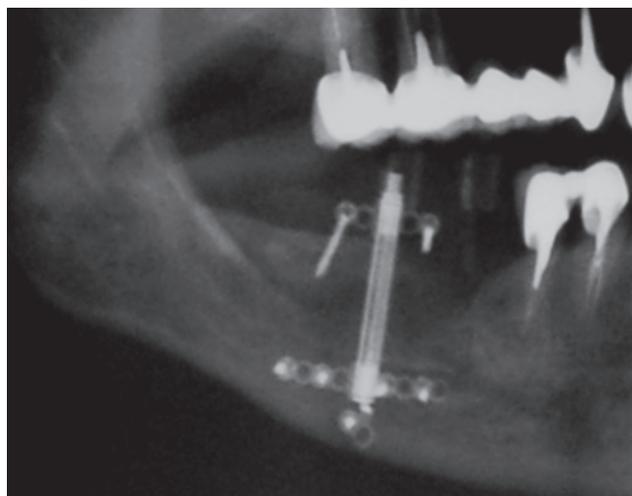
Radiografía panorámica post-operatoria, 10 semanas después del periodo de activación. Nótese la ganancia en altura ósea.
